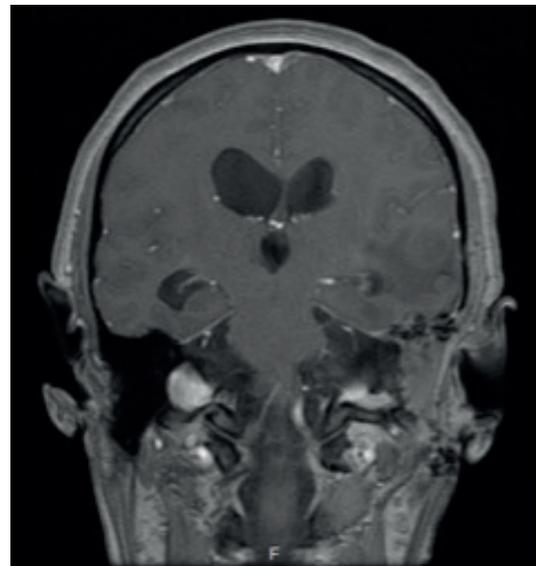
Resonancia magnética posquirúrgica. Cavidad de mastoidectomía izquierda, con cavidad ocupada por líquido y cambios inflamatorios. Fuente: imagen tomada del archivo de imágenes diagnósticas del paciente, Hospital Federico Lleras Acosta; Ibagué, Tolima.
